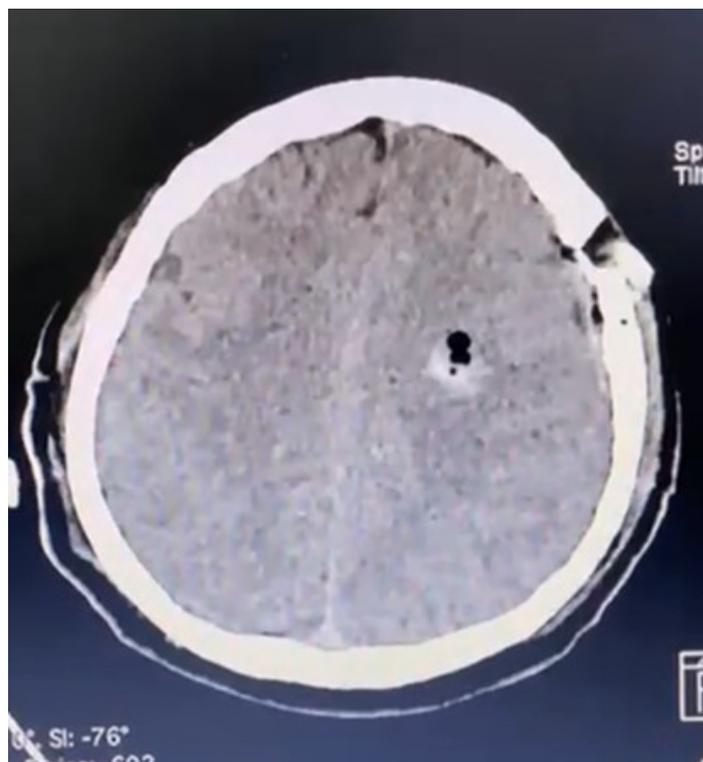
Tomografía post operatoria: Neumencéfalo en lecho quirúrgico y material hemostático hiperdenso.
